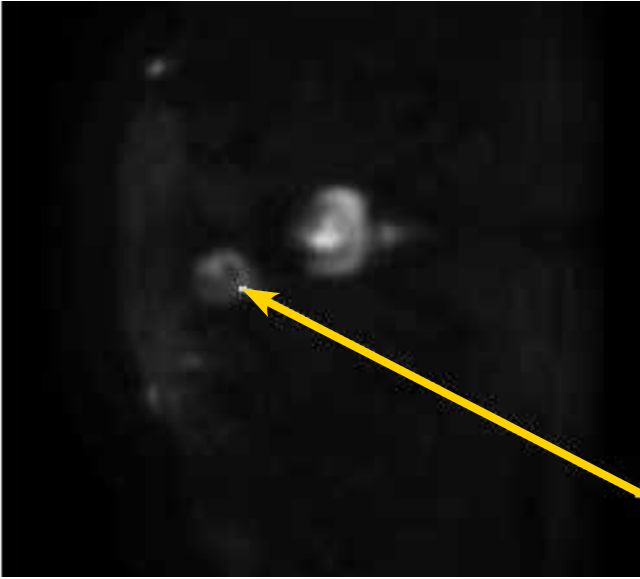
МРТ. Метастаз в лонную кость справа, диффузия. 27.08.2010 г.
